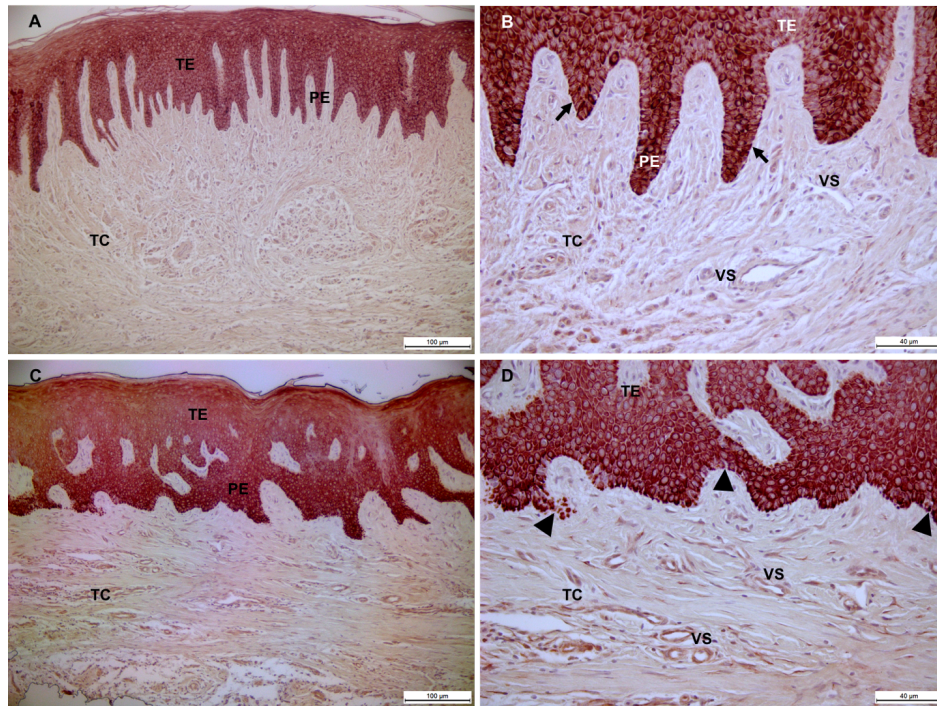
Localización inmunohistoquímica de la Citoqueratina 14 en tejido gingival. Epitelio gingival de individuo periodontalmente sano con lamina basal continua (flecha negra) (A, B). Epitelio gingival de paciente con AGTO (C, D). Nótese la fusión de las prolongaciones epiteliales (PE) y la pérdida de continuidad de la membrana basal (triángulo negro) en pacientes con AGTO. TE: tejido epitelial; TC: tejido conjuntivo. VS: vasos sanguíneos. Barra negra: 100 µm (A, C) y 40 µm (B, D).
